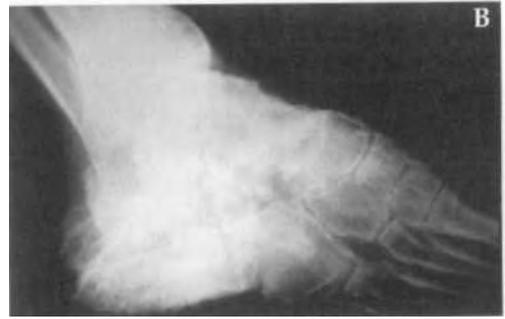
En las más graves fracturas de calcáneo en ocasiones son más molestas las exóstosis que la deformidad ósea. a) Radiografía pre-operatoria de fractura de calcáneo. b) Radiografía post-operatoria después de la resección de la exóstosis.
